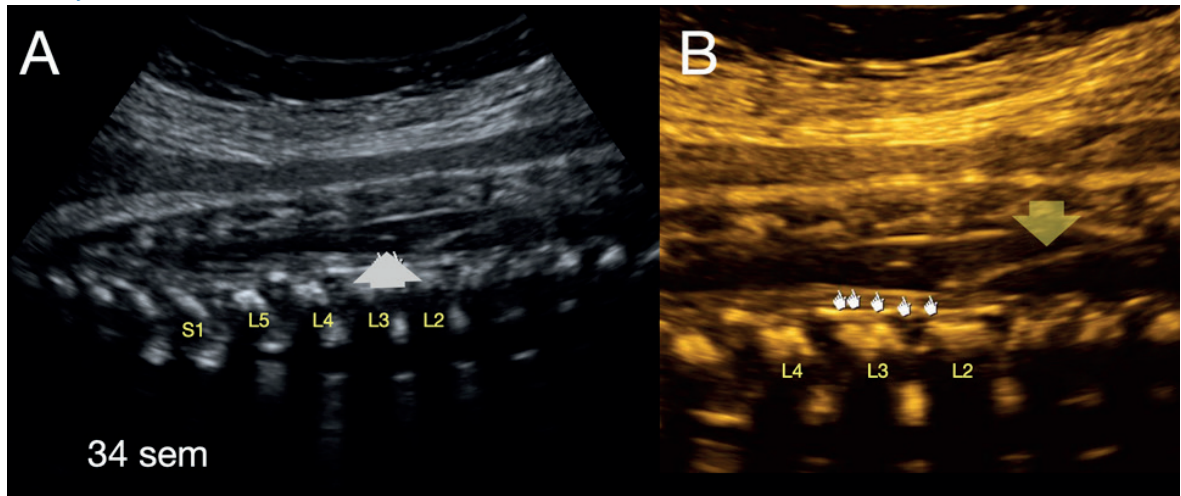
A: CORTE SAGITAL DE LA COLUMNA A NIVEL LUMBOSACRO QUE PERMITE VISUALIZAR COMO MEDULAR Y SU POSICIÓN RESPECTO A LOS CUERPOS VERTEBRALES (L2); SE OBSERVA QF (FLECHA GRIS). B: IMAGEN DEL CONO MEDULAR (FLECHA AMARILLA) OBTENIDA CON TRANSDUCTOR DE ALTA FRECUENCIA, QF POR DEBAJO DEL CONO MEDULAR.
